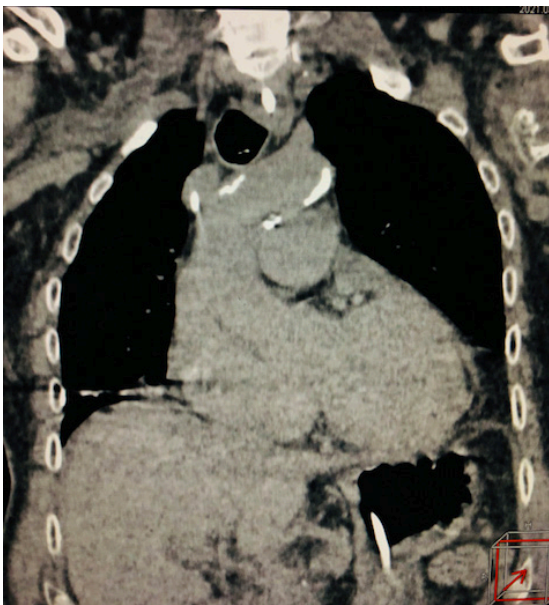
Achados cardiovasculares incidentais em tomografia computadorizada de tórax. Calcificação da parede aórtica e cardiomegalia.
